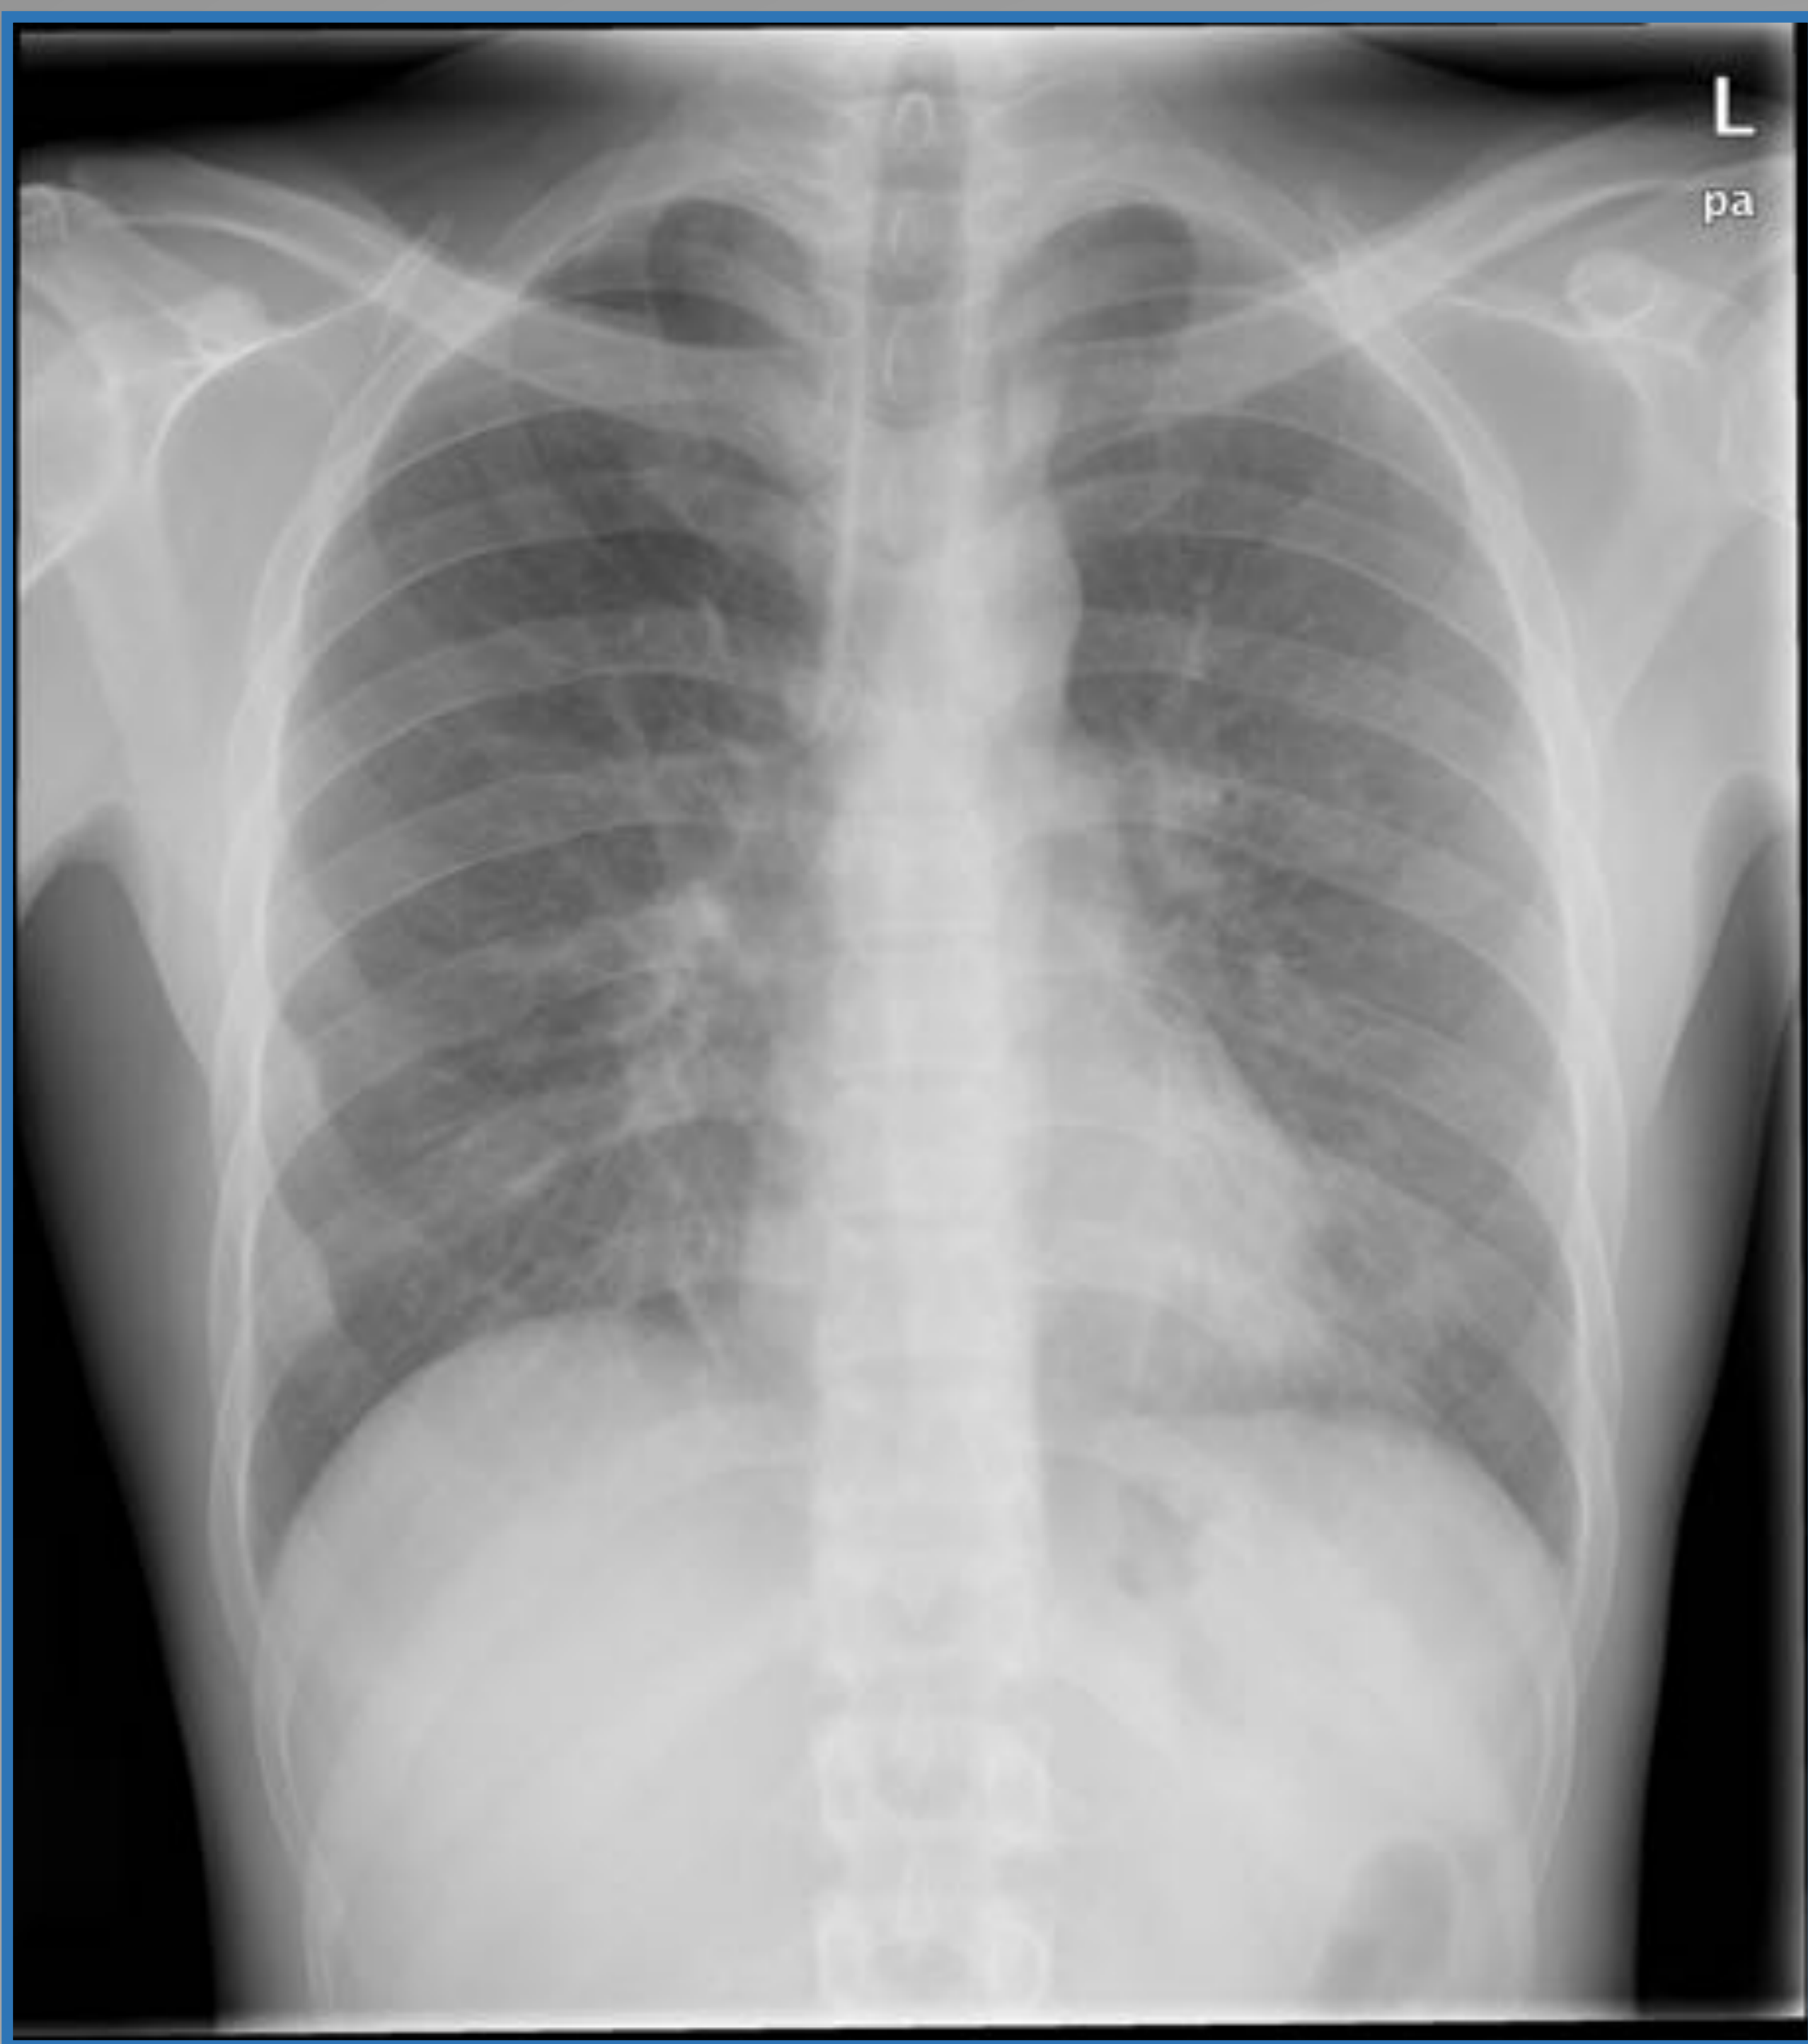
La radiografía de tórax en el servicio de urgencias muestra alta densidad bilateral, más evidente en la língula. TC de tórax, una semana después muestra opacidades bilaterales en vidrio deslustrado (flechas)
